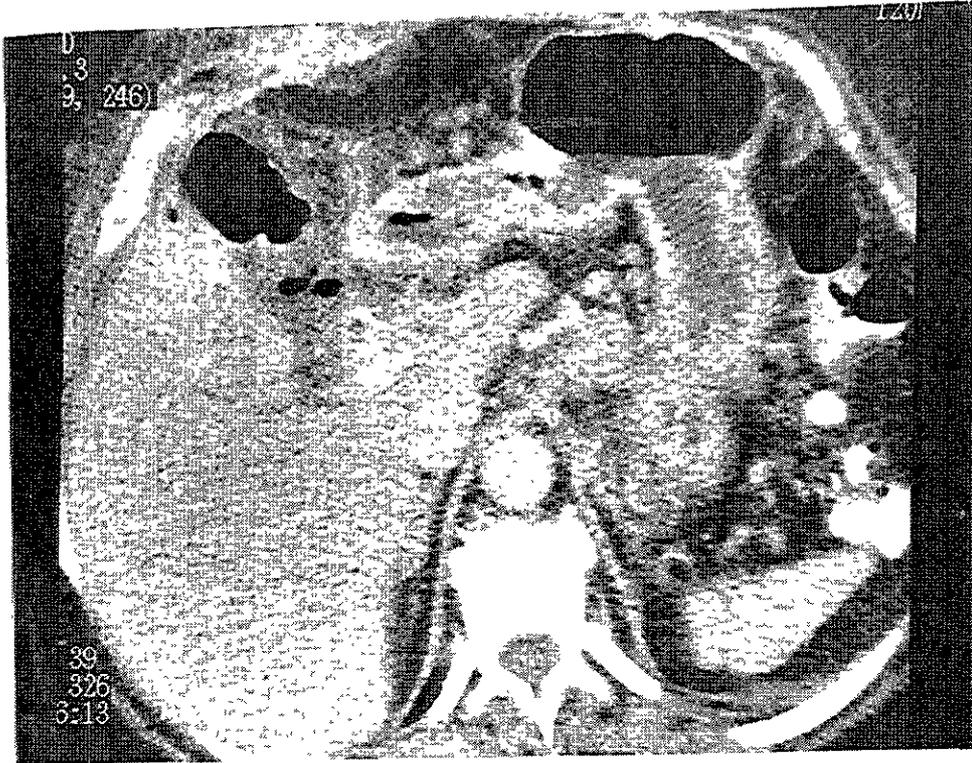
Corte axial por Tomografía hélice con doble contraste, en el que se observa ganglios perigástricos hipertróficos por probable afectación metastásica por carcinoma gástrico.
